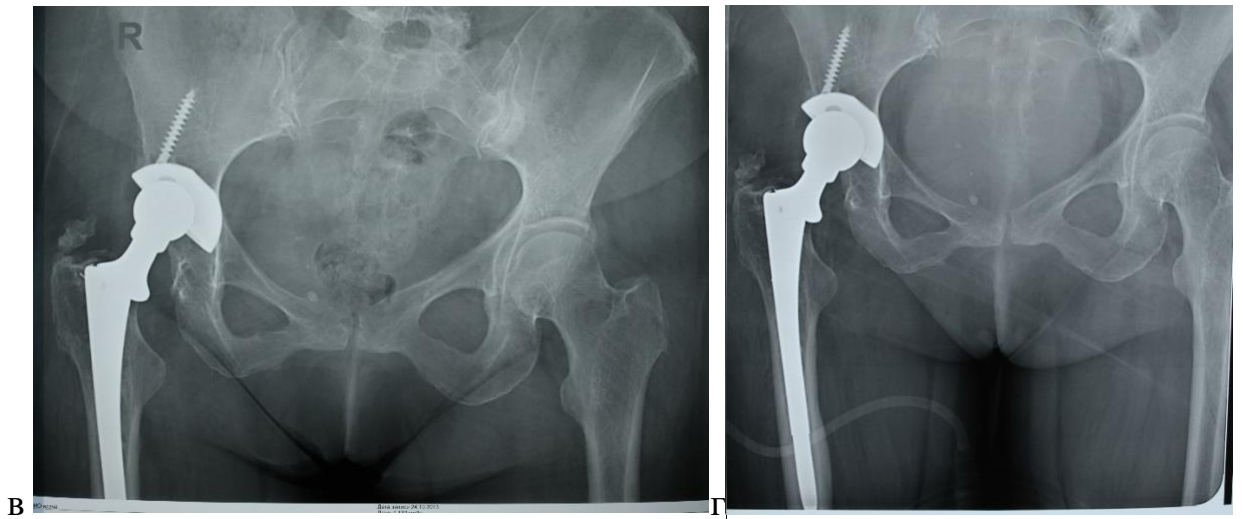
Рентгенограммы больной М., 59 лет. а) до операции б) после эндопротезирования (2009 год), в) контрольный осмотр 2013 год, отмечена децентрация головки эндопротеза, свидетельствующая об истирании вкладыша, г) после замены вкладыша
